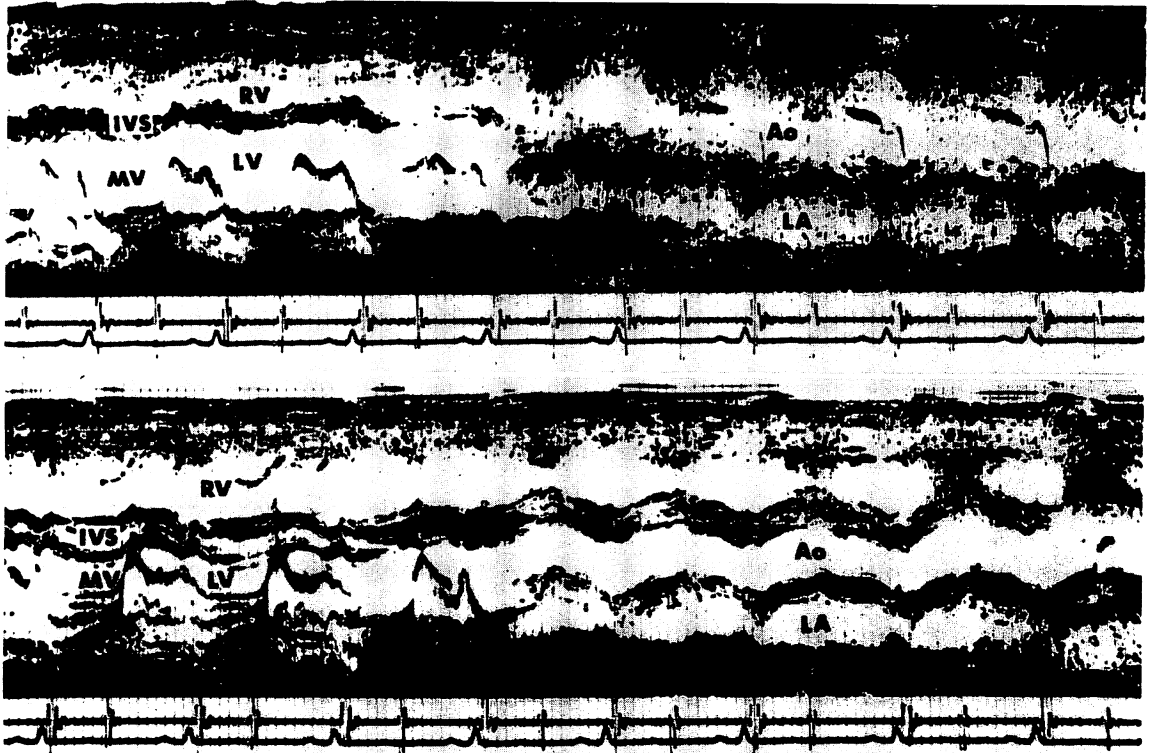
M-mode echocardiographic scans from the mitral valve (MV) to the aorta (Ao) of a patient with tetralogy of Fallot.
